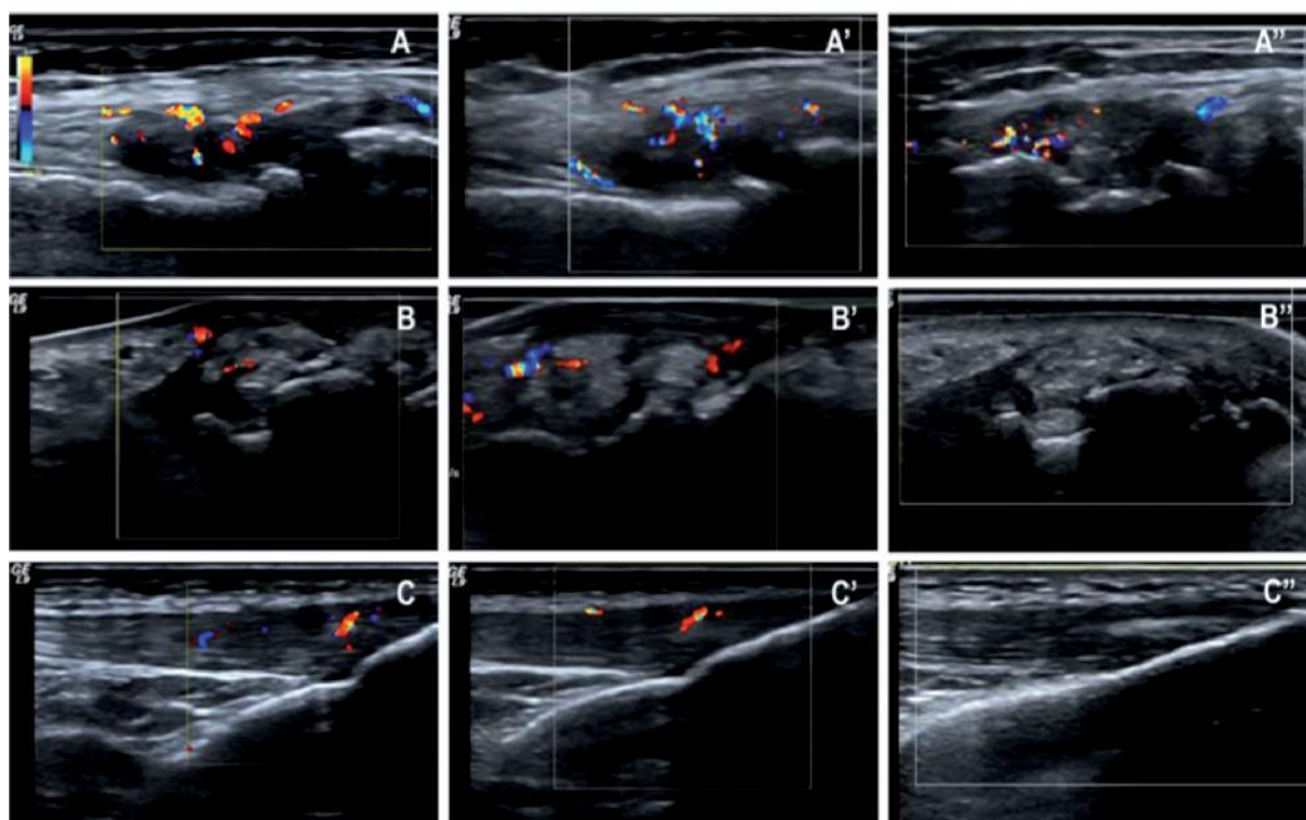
The Doppler signal at baseline, 12 (') and 24 months (''). A. Hyperechoic cloudy area and the Doppler signal at the lateral recess of the knee. B. Hyperechoic cloudy area, erosion and the Doppler signal at the 1st MTP (longitudinal) C. Doppler signal and hyperechoic aggregate at the patellar tendon (longitudinal).
